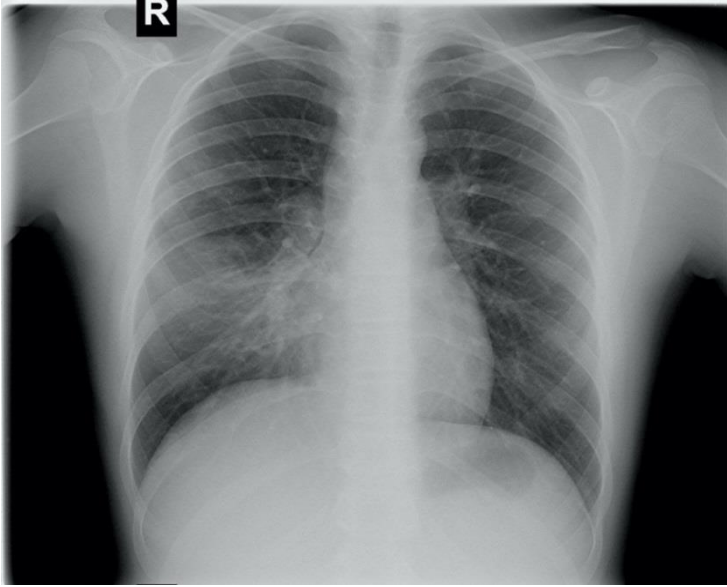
Рентгенографія в прямій проекції
